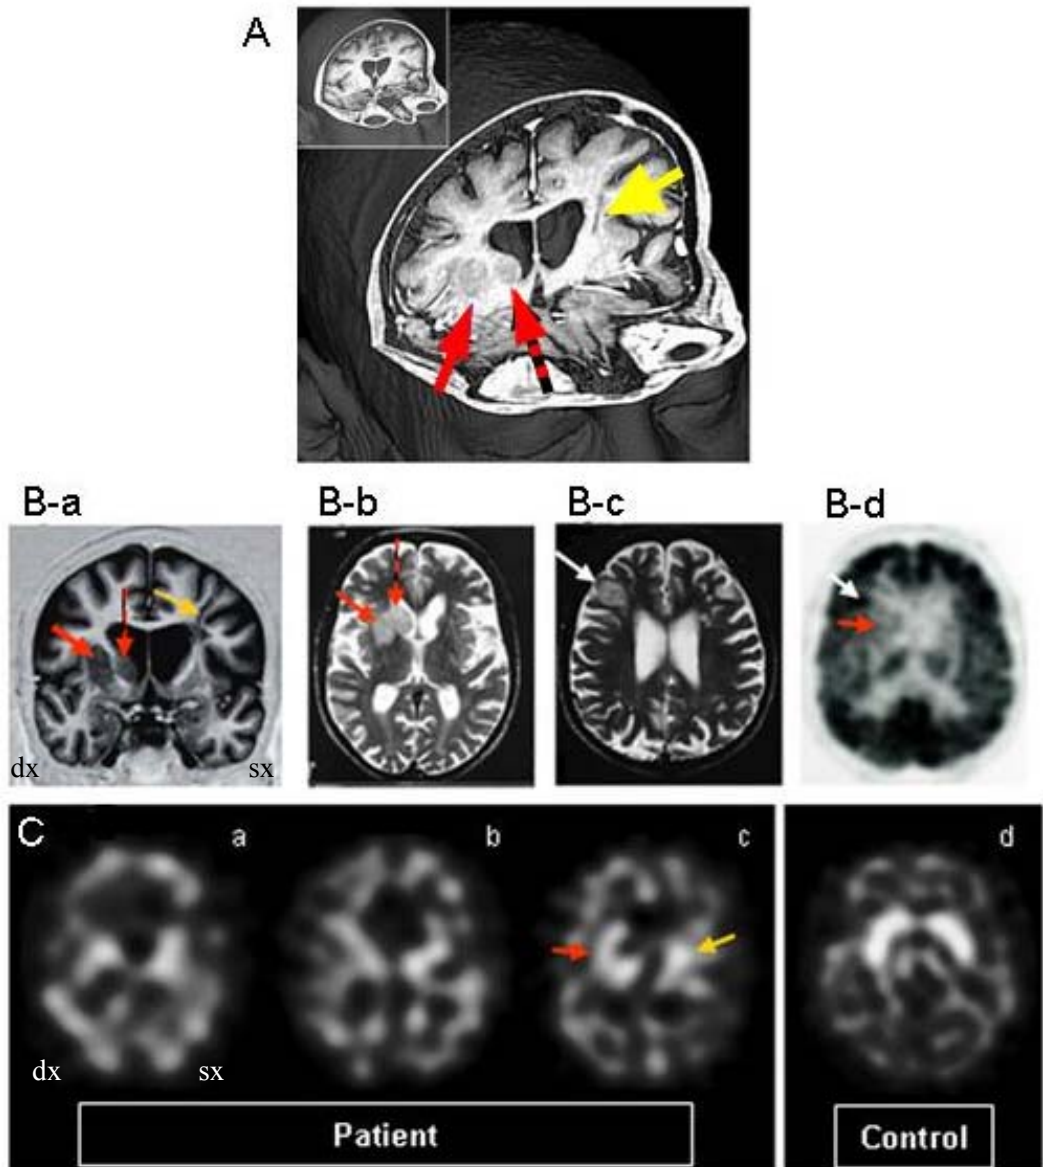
Imaging del paziente 4. A) Ricostruzione RMN 3D effettuata 7 mesi dopo il trapianto di destra, nell'inserto ricostruzione 3D effettuata prima dell'intervento. B) Immagini di RM T1 coronale (a) e T2 assiale (b,c) ottenute 34 mesi dopo l'intervento di destra e 32 mesi dopo quello di sinistra; d) immagine ^{18}F FDG-PET ottenuta 25 mesi dopo il trapianto di destra. C) Immagini ^{123}I IBZM-SPECT ottenute 9 mesi (a), 12 mesi (b), 24 mesi (c) dopo il trapianto di destra; d) Immagine ^{123}I IBZM-SPECT di un controllo sano.
